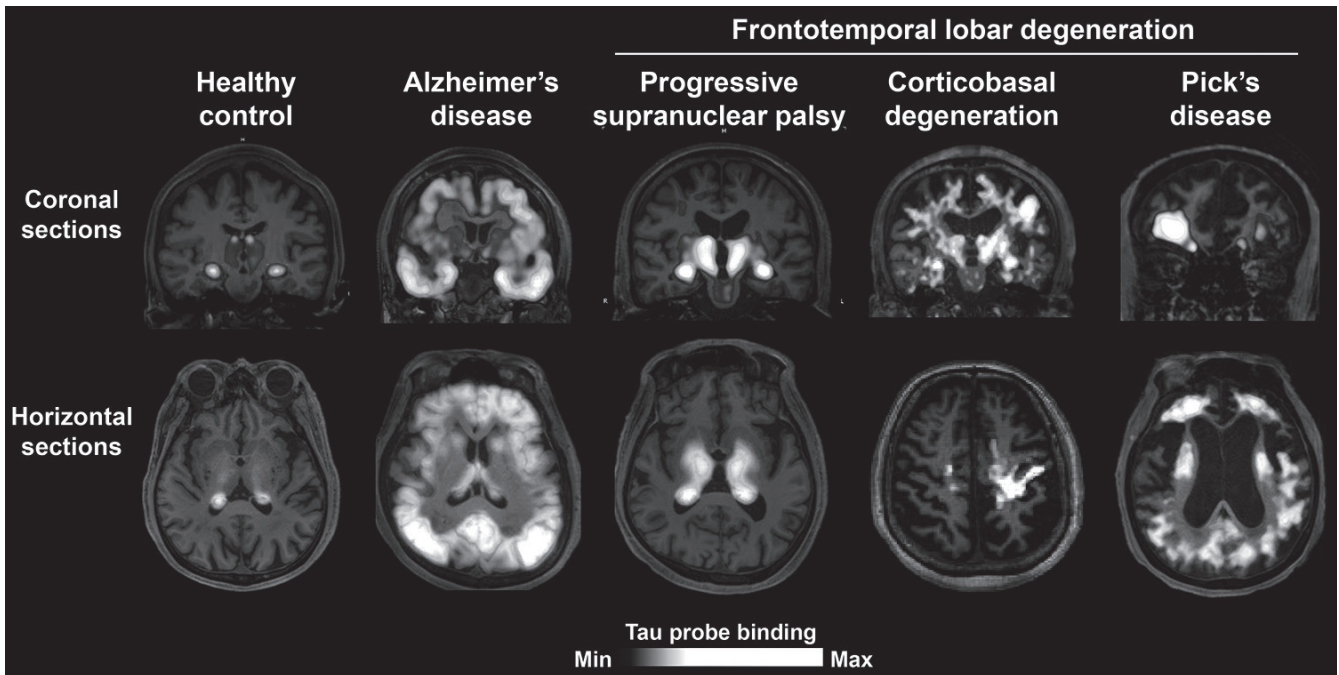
PET imaging of tau pathologies in neurodegenerative dementias. Compared to healthy controls, tau PET probe retentions were enhanced in the neocortical and limbic areas of the Alzheimer's disease brain. The intensification of radio signals was observed in the subcortical structures in cases with progressive supranuclear palsy and corticobasal degeneration, and additional signal density was noted in the primary motor cortex of the corticobasal degeneration subject. The anterior frontal cortex was involved in an individual with Pick's disease. Modified from Ref. 17. PET, positron emission tomography.
